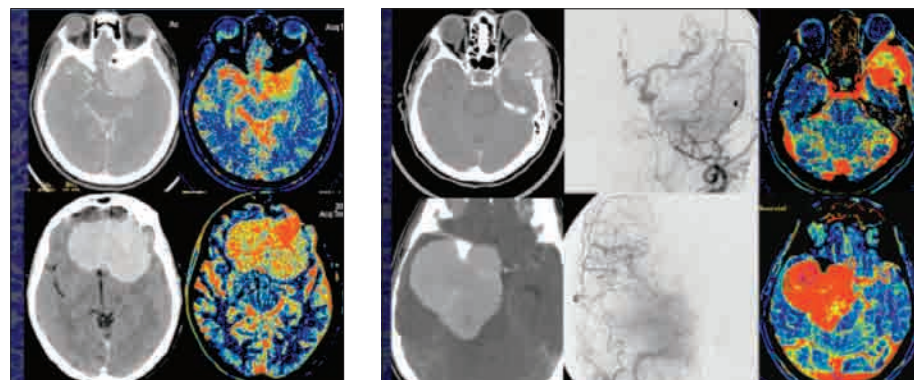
Варианты КТ-перфузий
